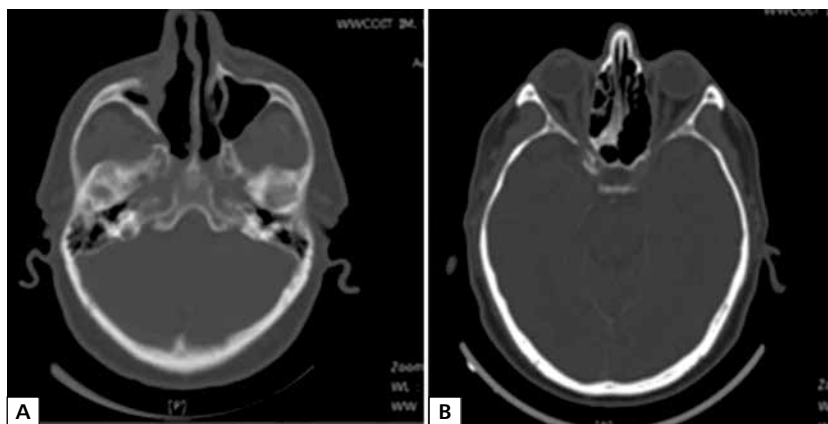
Badanie tomografii komputerowej — pierwsza radiagnostyka po włączeniu pazopanibu (czerwiec 2017 r.)
